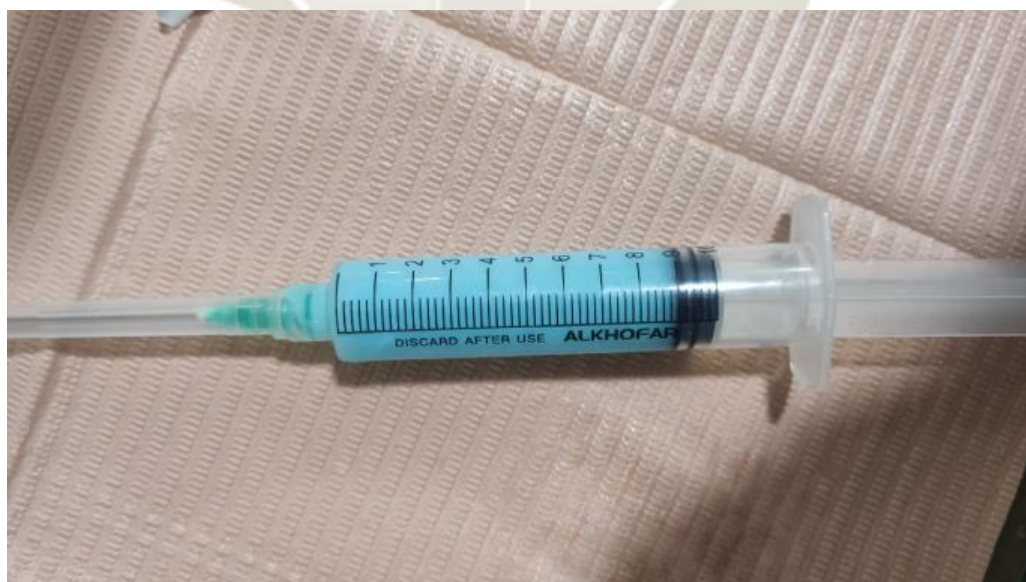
ASPECTO FINAL DEL GEL POSTERIOR A LA ADICIÓN DE LA
